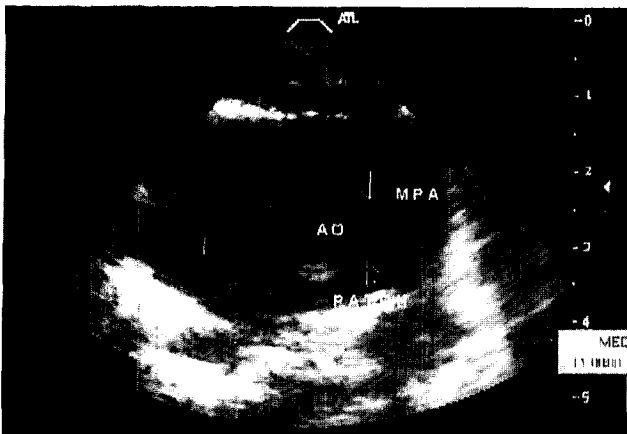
Postoperative 2D echocardiogram. The arrows indicates a patch at the large aortopulmonary window in the parasternal short axis view. AO; ascending aorta, MPA; main pulmonary artery.
